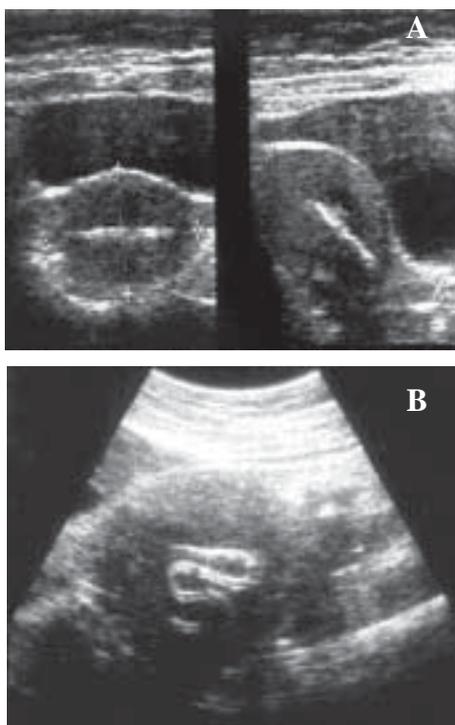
Ecosonogramas transabdominal con DIU *in situ* (A) y transvaginal con perforación parcial (B).
